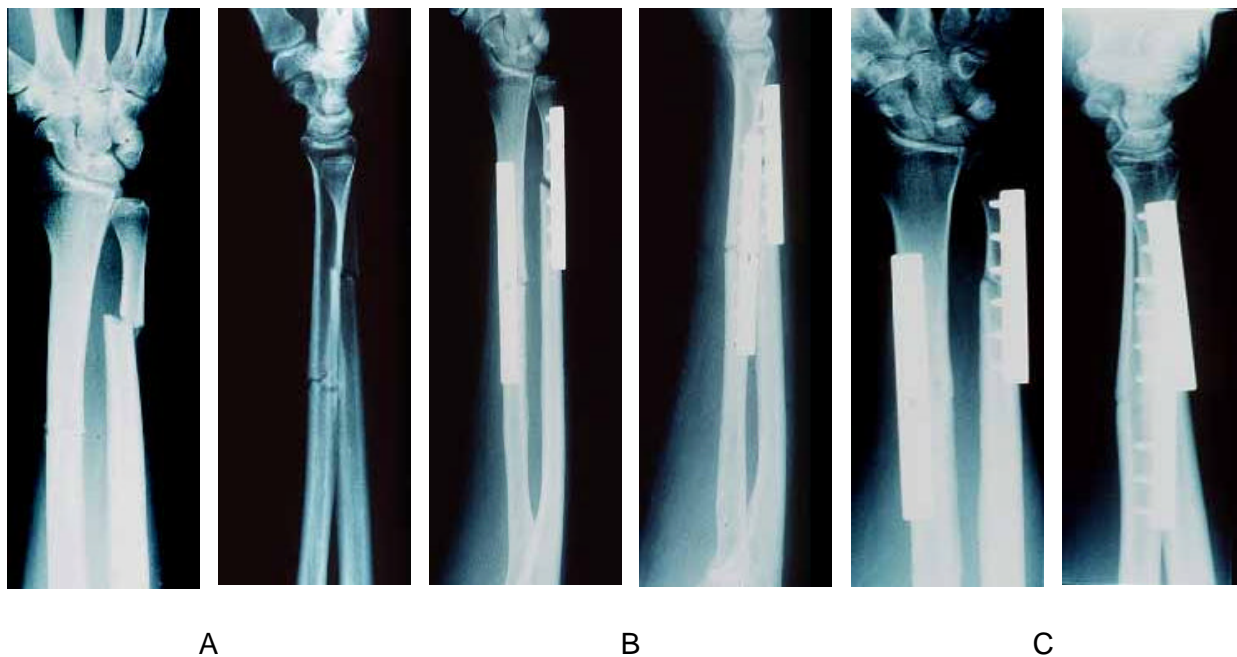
Frakturversorgung einer zweitgradig offenen Unterarmfraktur (22.C3.2) bei einem 51-jährigen polytraumatisierten Patienten mit einer PC FIX I. A: Unfallröntgenbild B: 2 Wochen postoperativ, C: 20 Monate postoperatives Verlaufsbild vor Implantatentfernung. Die Frakturheilung war trotz der initialen Diastase regelgerecht ohne Notwendigkeit einer Folgeoperation.
